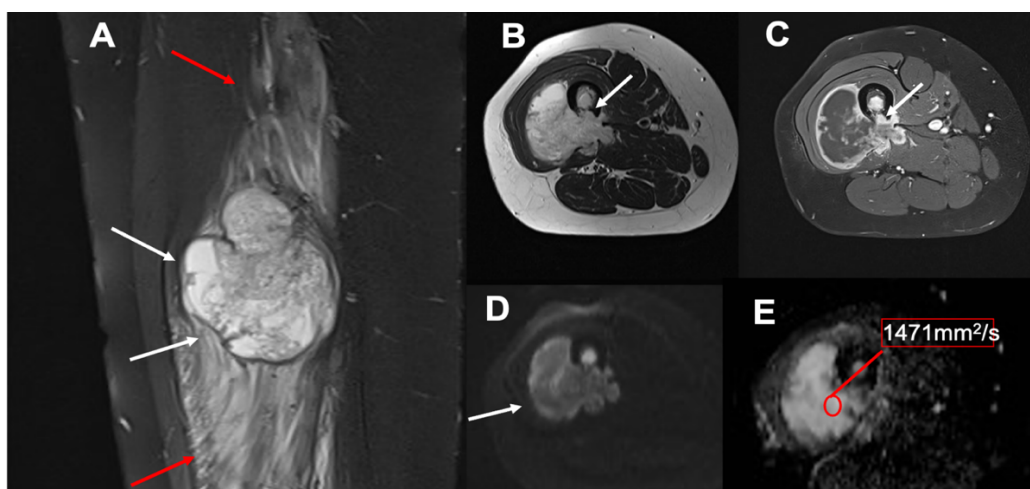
Sarcoma pleomórfico indiferenciado en muslo, centrado en el espesor del vientre muscular del vasto lateral del cuádriceps. Presenta extenso edema perilesional (flechas rojas en A) sobrepasando los límites sólidos de la lesión (flechas blancas en A). Condiciona destrucción de la cortical posterior del fémur traduciendo invasión ósea (flechas en B y C). El tumor muestra tenue restricción de la DWI con valores b de 800 s/mm^2 , y valores de ADC seleccionado de $1471 \text{ mm}^2/\text{s}$.
